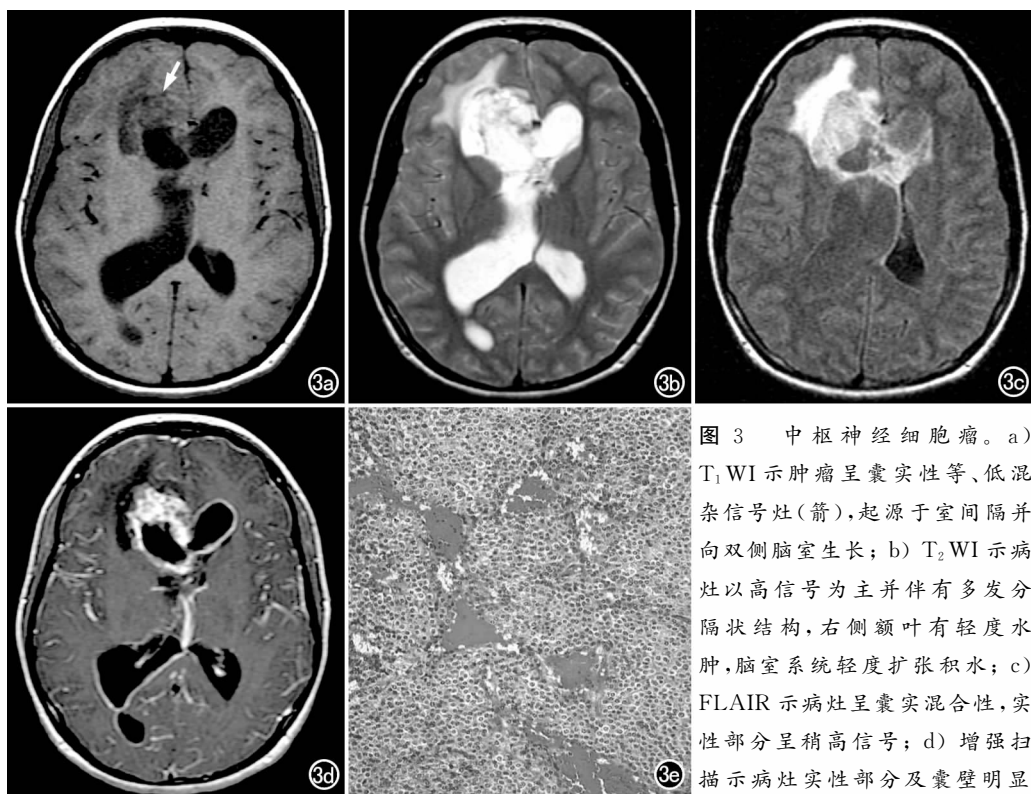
中枢神经细胞瘤。a) T_1 WI 示肿瘤呈囊实性等、低混杂信号灶(箭),起源于室间隔并向双侧脑室生长;b) T_2 WI 示病灶以高信号为主并伴有多发分隔状结构,右侧额叶有轻度水肿,脑室系统轻度扩张积水;c) FLAIR 示病灶呈囊实混合性,实性部分呈稍高信号;d) 增强扫描示病灶实性部分及囊壁明显
